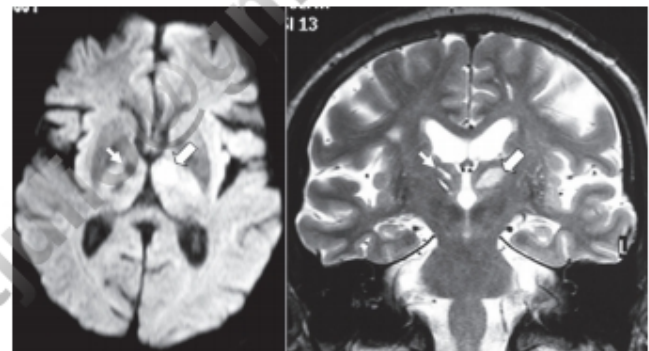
RM de un paciente con amnesia anterógrada diencefálica por lesiones simétricas (infartos lagunares, uno antiguo [flechas finas] y otro agudo [flechas gruesas]) en ambos núcleos anteriores del tálamo.
